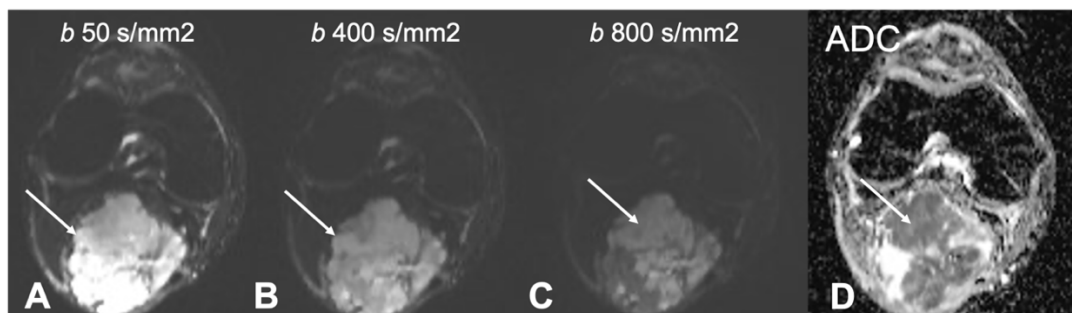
Ejemplo de secuencia DWI EPI en el plano axial, con 3 valores b de potenciación (50, 400 y 800 s/mm^2), con el mapa de ADC derivado de la propia secuencia. La relación señal-ruido es más alta con valores b bajos (flecha en A y B), mientras en los valores altos se evidencian las áreas de verdadera restricción como zonas que mantienen una alta señal (flecha en C). En el mapa de ADC las zonas que restringen se observan como áreas hipointensas (flecha en D).
